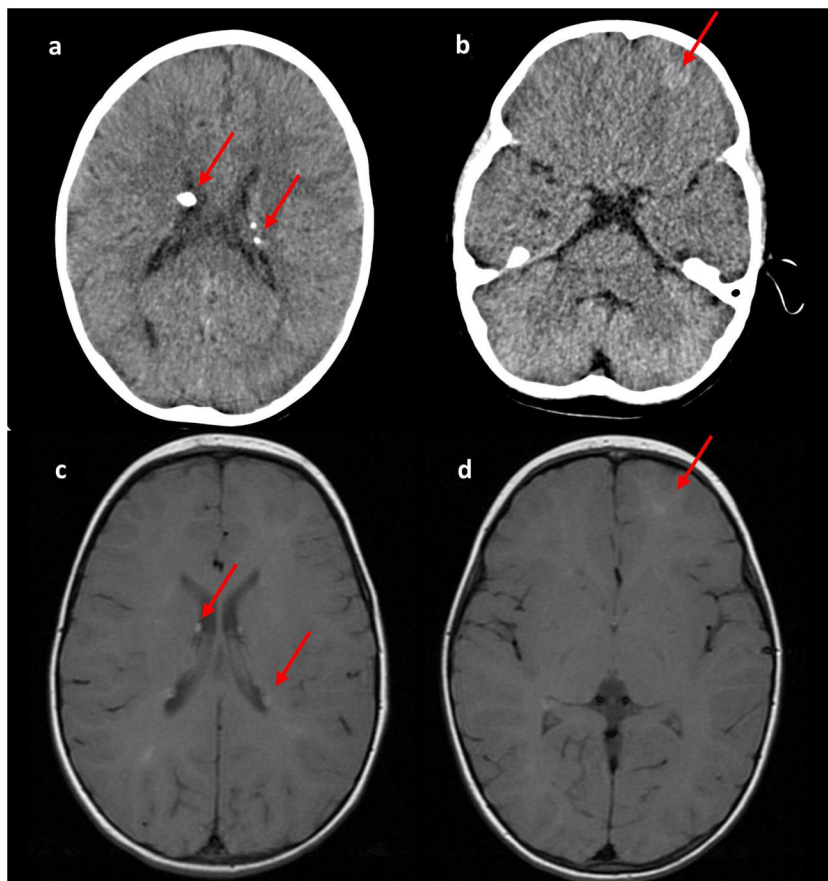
a y b) Tomografía computarizada. c y d) Resonancia magnética cerebral. Se objetivan los nódulos subependimarios bilaterales, con la hiperdensidad propia del calcio en la tomografía computarizada (a y c). Se observa tuberosidad cortical en región fronto-basal izquierda, tanto en tomografía computarizada como en resonancia magnética (b y d).
